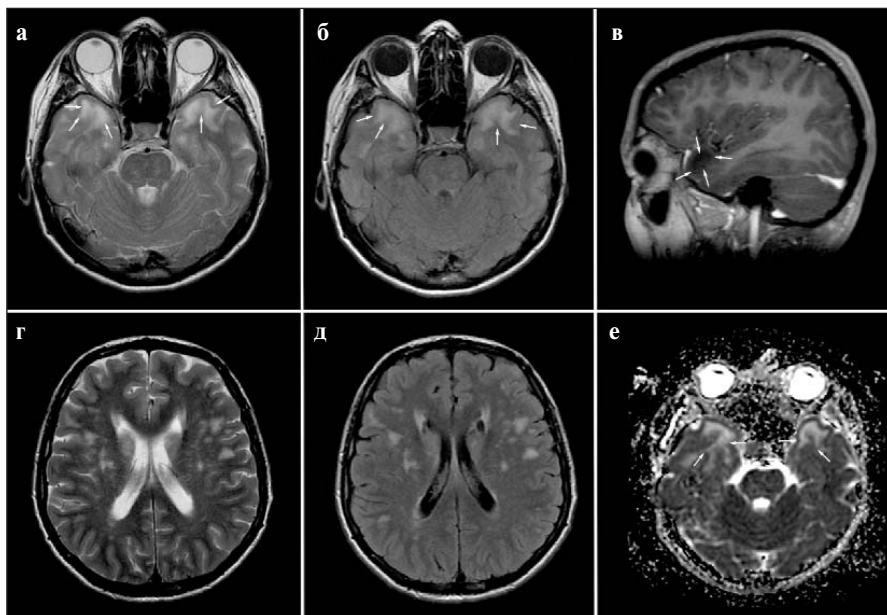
Спектр МРТ-маркеров у пациентки 39 лет с генетически подтвержденным CADASIL, манифестировавшим в 2018 г. ТИА с правосторонним гемипарезом. Когнитивный статус в пределах нормы. а, г — T2-ВИ; б, д — FLAIR; в — T1 с гадолинием, е — карта ADC
